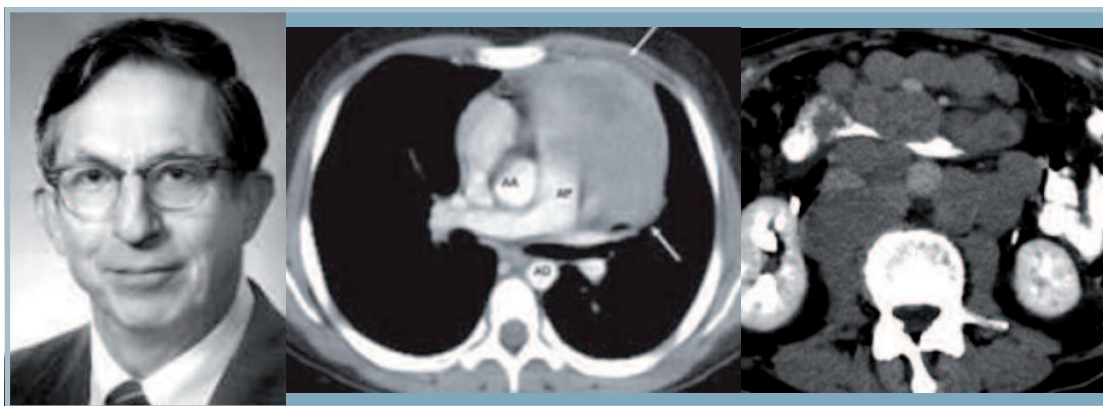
Robert S. Ledley. TAC de tórax y abdomen en linfoma de Hodgkin.
